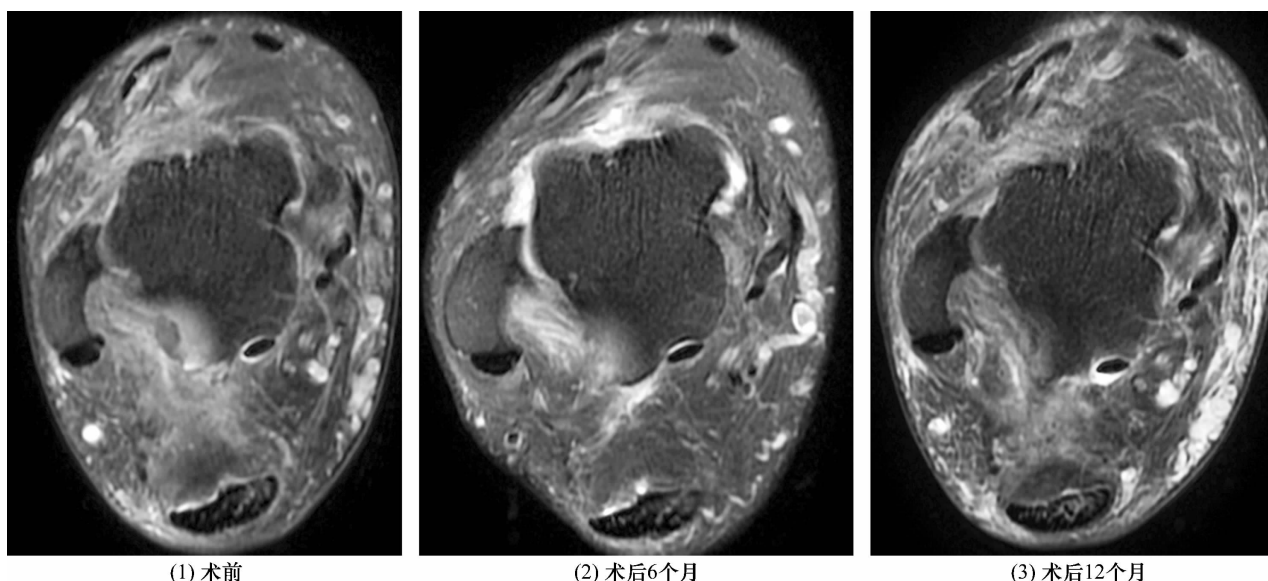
慢性踝关节外侧不稳手术前后踝关节横断面 MRI
